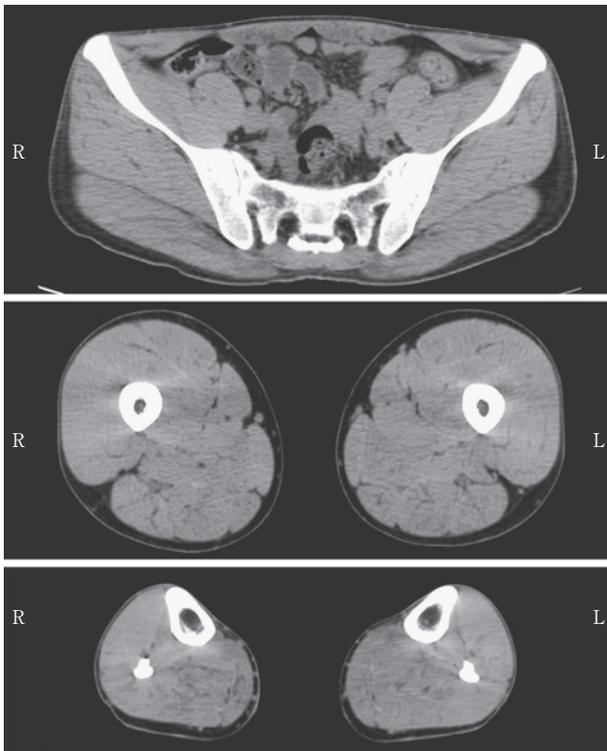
Muscle CT at age 28.
